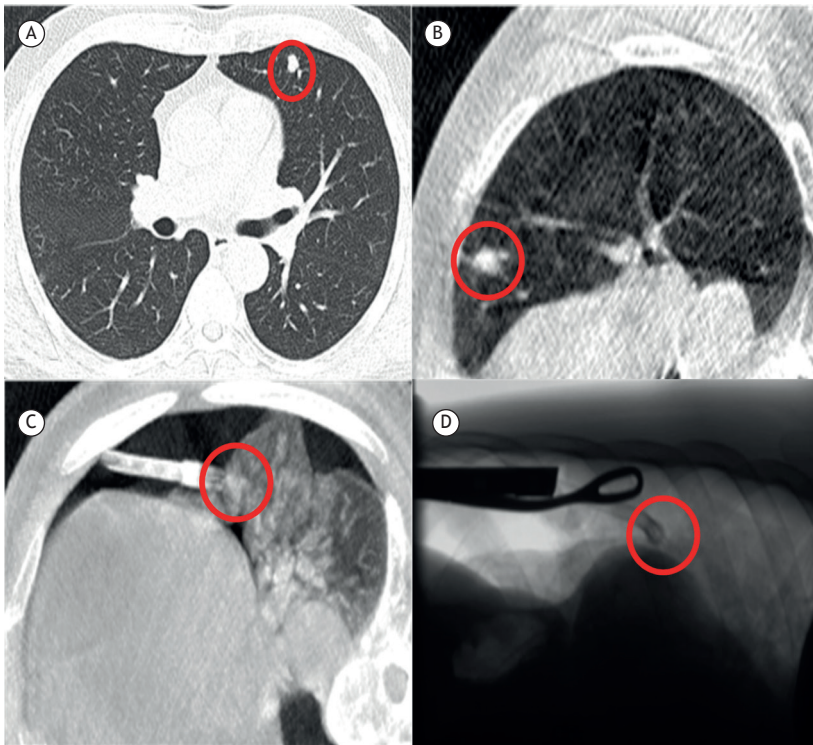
Caso 2. Em A, imagem de TC pré-operatória. Em B, imagem de TC intraoperatória com identificação do nódulo com pulmão expandido. Em C, imagem de TC intraoperatória com identificação do nódulo com pulmão colapsado. Em D, radioscopia intraoperatória com pinça posicionada garantindo a margem em relação ao nódulo previamente localizado.
